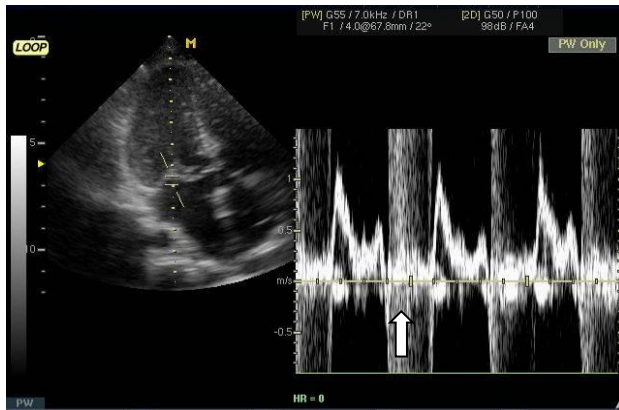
Эхокардиограмма (апикальная позиция) и доплерограмма (импульсный режим). Митральная регургитация (стрелка)
